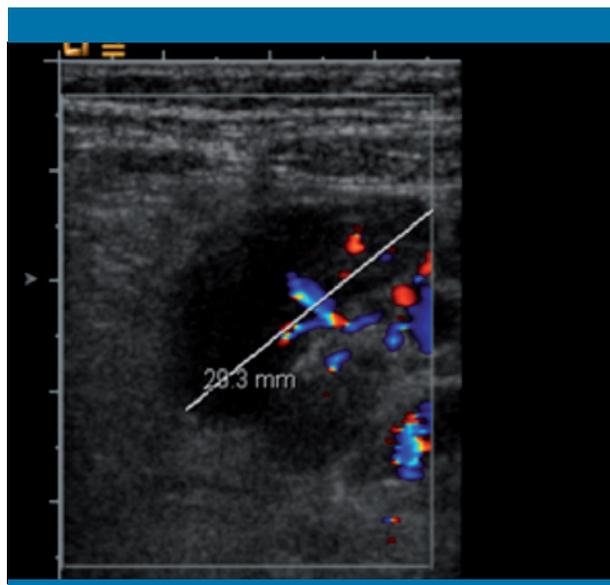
Ecografía de abdomen del caso 1: adenitis mesentérica
